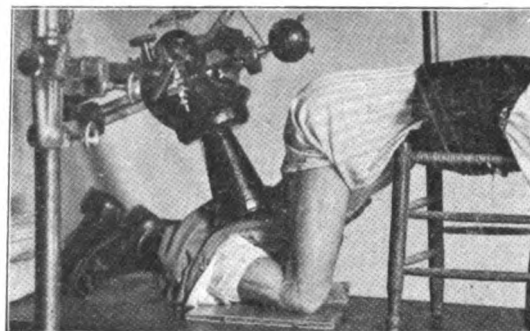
Position pour la radiographie de l'espace intercondylien.
